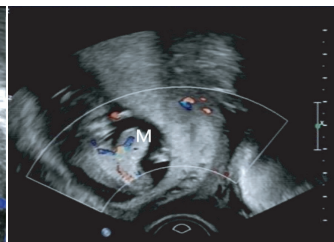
早孕期经阴道超声检查示心脏及部分肝脏突出于腹壁(M:突出腹壁的包块)
